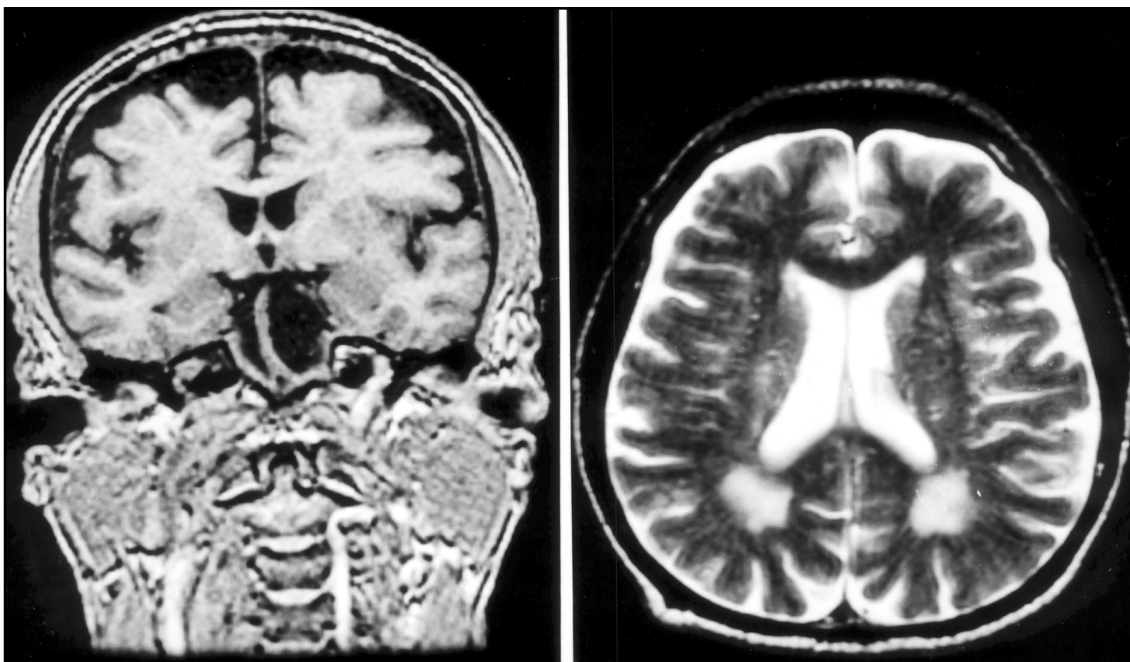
RM mostrando atrofia cerebral com aumento de ventrículos e sulcos corticais.
